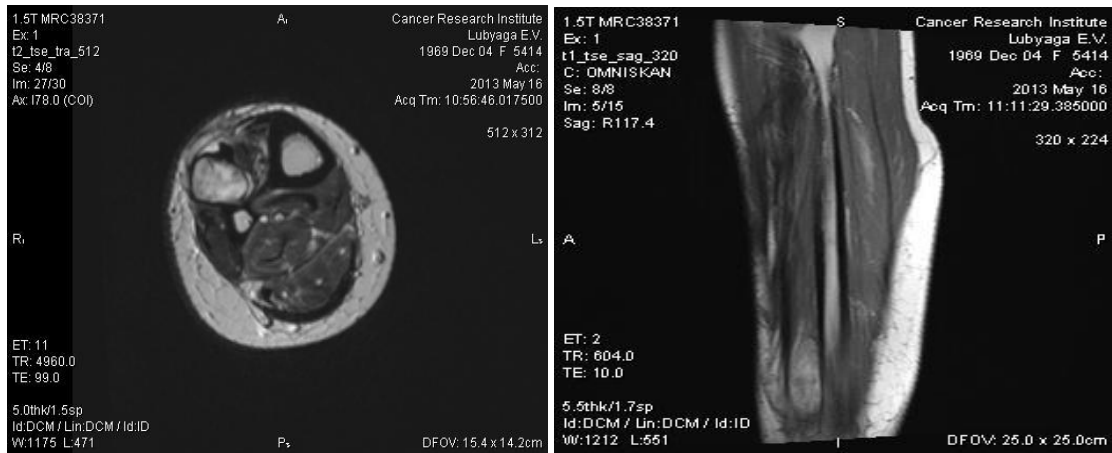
МРТ-исследование правой голени после завершения предоперационного курса терморрадиотерапии
